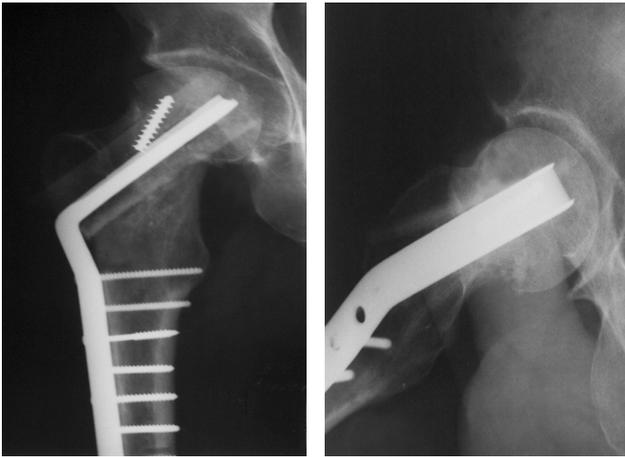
Рентгенограмма тазобедренного сустава пациента 3., 38 лет, через 1 год после операции:
